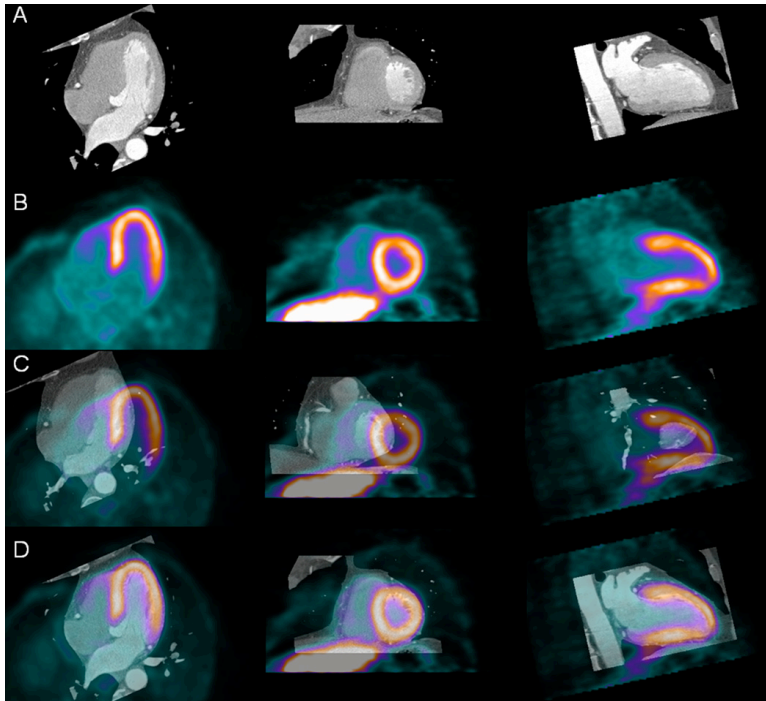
alignement automatique des séquences de coroscanner (SC) et de scintigraphie (SM). Reconstructions multi planaires et synchronisation des séquences de SC et de SM pour obtenir des images de fusion.
